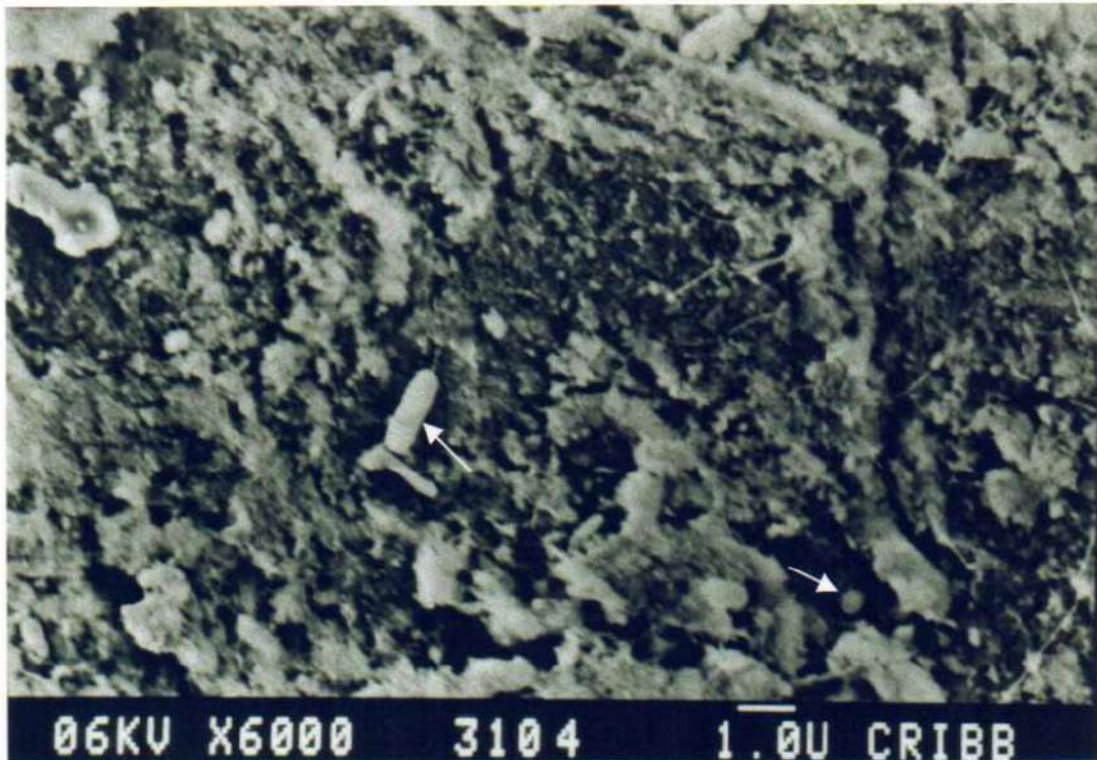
M.E.B. Incisivo Central Superior, tercio apical. Irrigación con solución fisiológica estéril + ultrasonido. Las flechas señalan algunos microorganismos.
